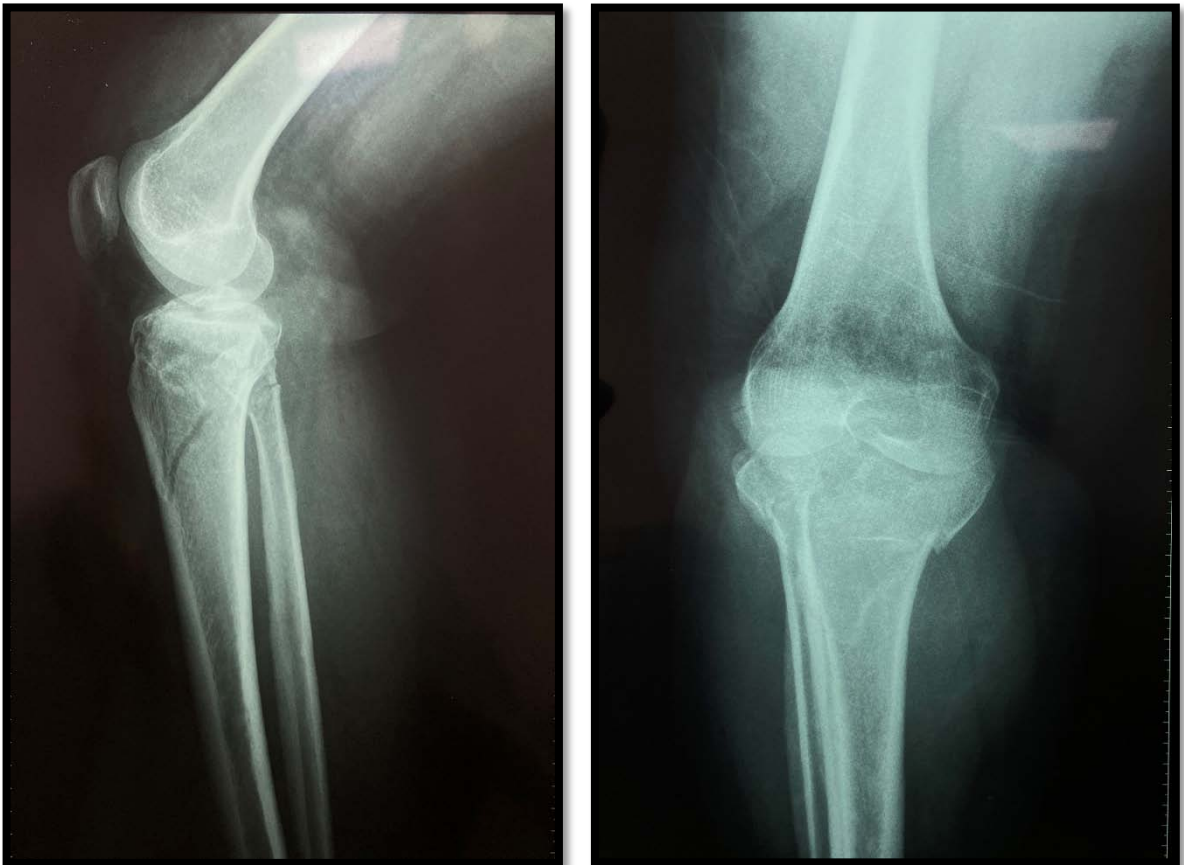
radiographie face et profil objectivant une fracture du plateau tibial Schatzker VI chez la patiente + fracture du col de la fibula sans atteinte nerveuse à l'examen clinique
